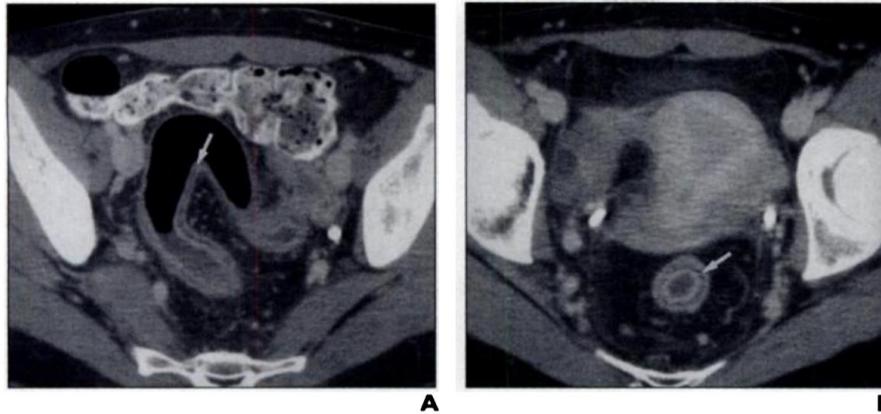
Imágenes obtenidas por TC de Colitis Ulcerosa.
